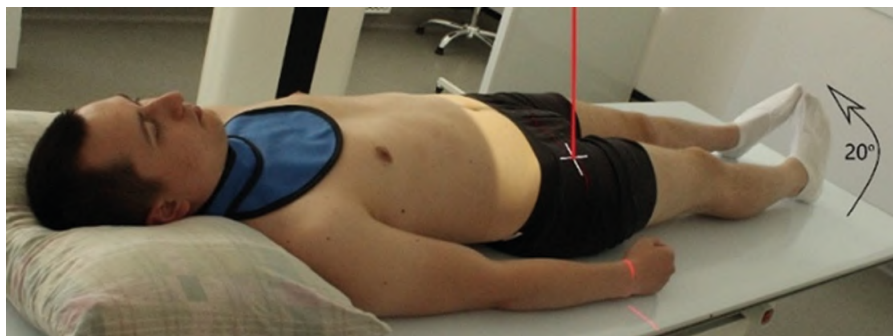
Рентгенография тазобедренного сустава. Задняя прямая проекция
